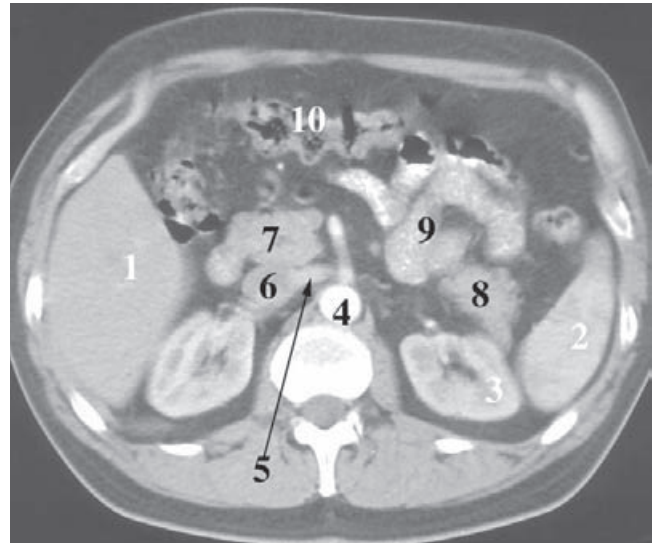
TC de la cavidad abdominal. 1) Hígado; 2) bazo; 3) riñón izquierdo; 4) aorta; 5) vena renal izquierda; 6) vena cava inferior; 7) cabeza del páncreas; 8) cola del páncreas; 9) asas intestinales; 10) colon transverso.
